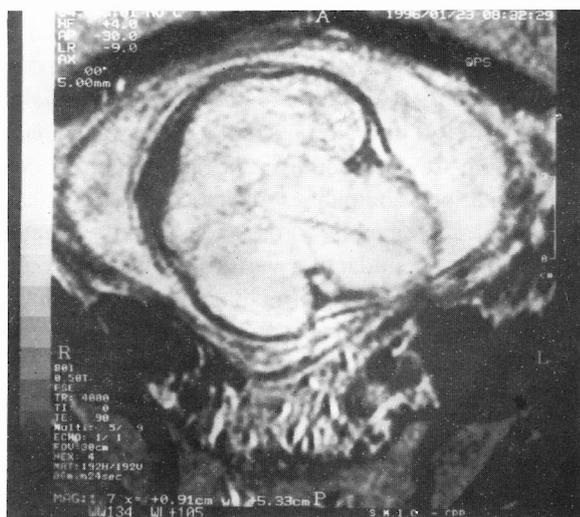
Ressonância magnética pré-natal: trigonocefalia.
